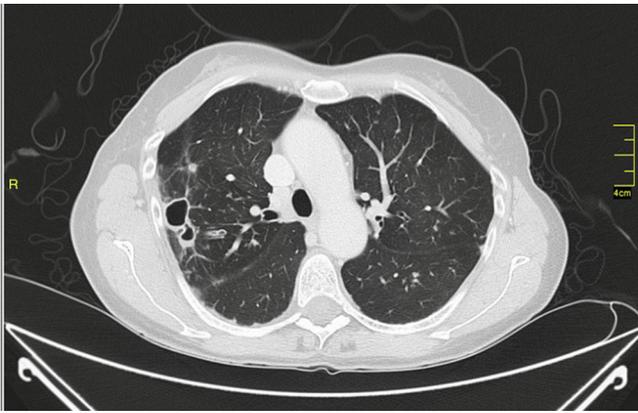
Enfermedad cavitaria por *Mycobacterium avium* (TAC).
